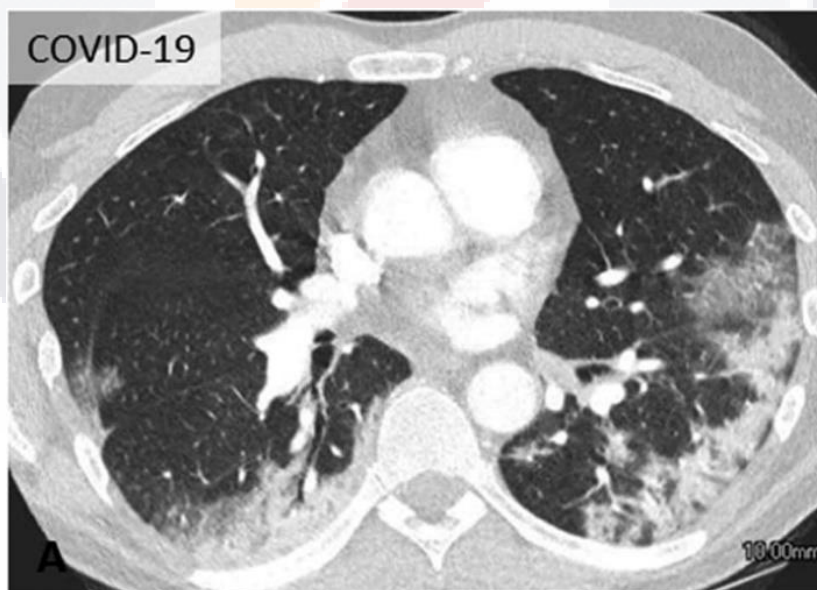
Paciente con GGO posterior, periférico y redondeado con consolidación agregada, con diagnóstico de COVID-19, imágenes axiales de TC.
